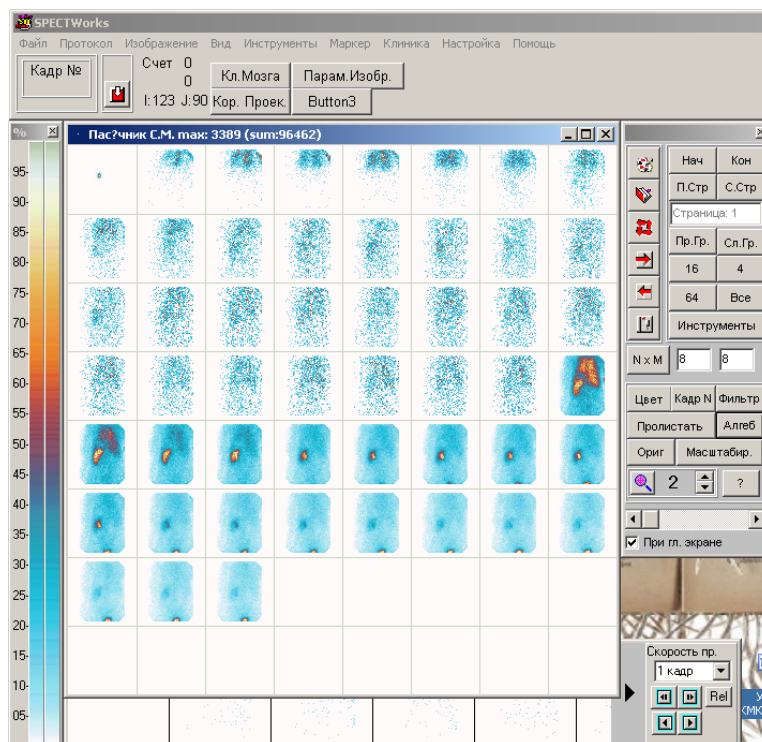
всі кадри ангиографії і динамічної реносцинтиграфії.
